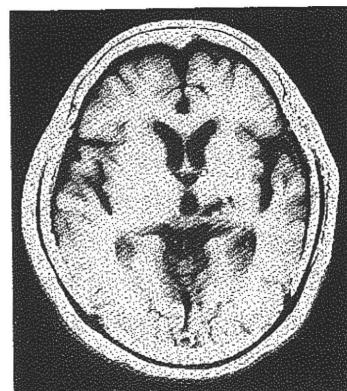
視床出血後に視床痛を発症した症例のMRI、T1強調画像。視床後外側部に出血の痕跡を認める。
